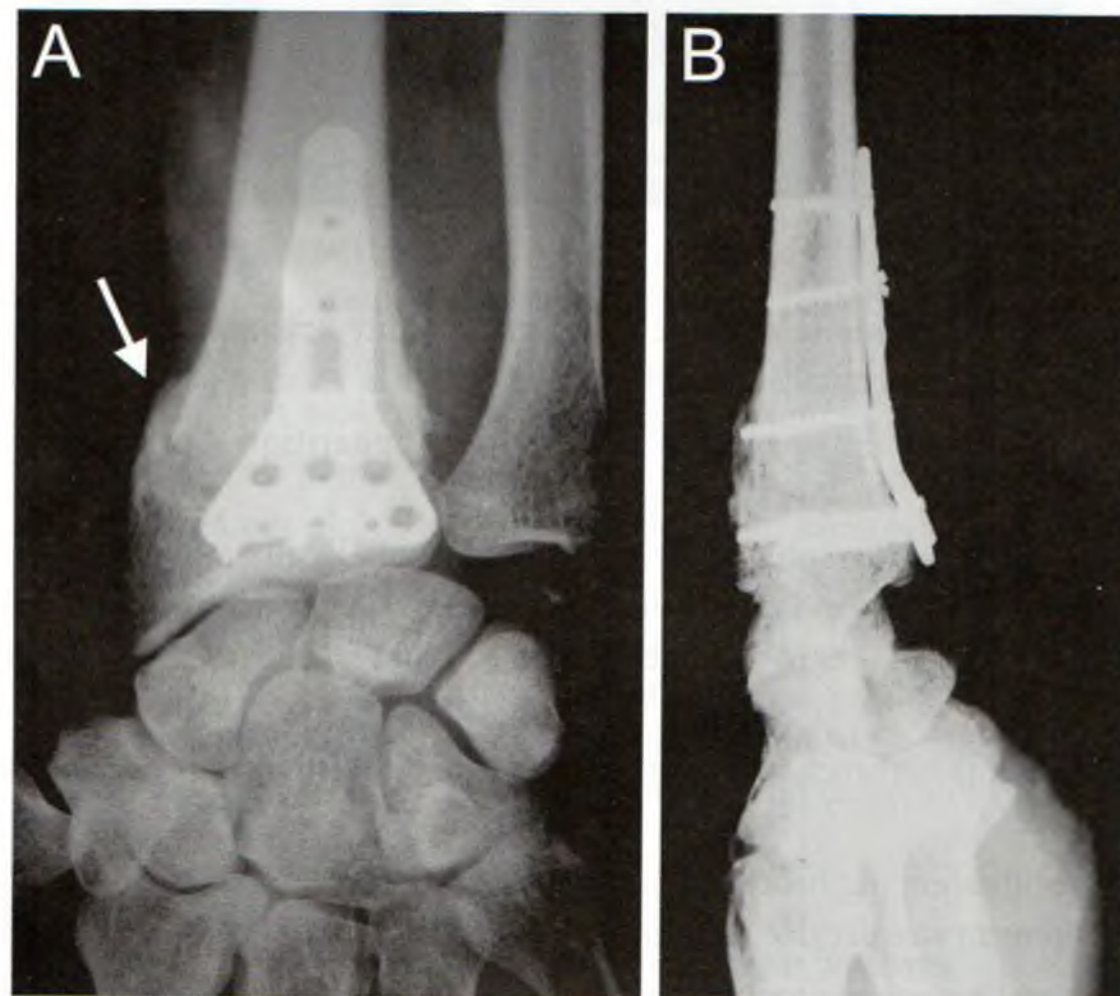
Radiographies du poignet droit de face (A), de profil (B) :
